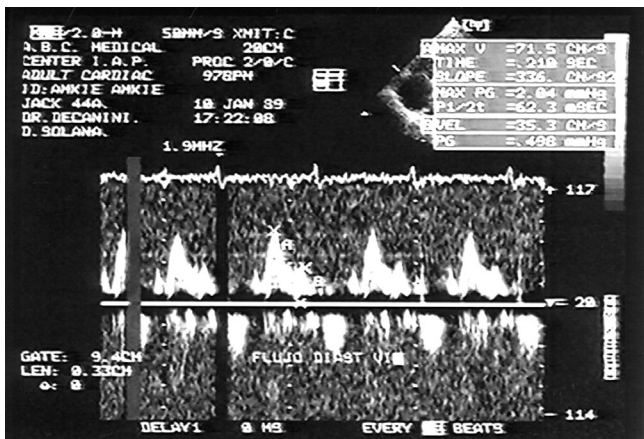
Imagen de eco-doppler en donde se observa un patrón restrictivo por el índice E: A incrementado (E=llenado diastólico temprano, A=llenado auricular) durante el flujo diastólico del ventrículo izquierdo.
